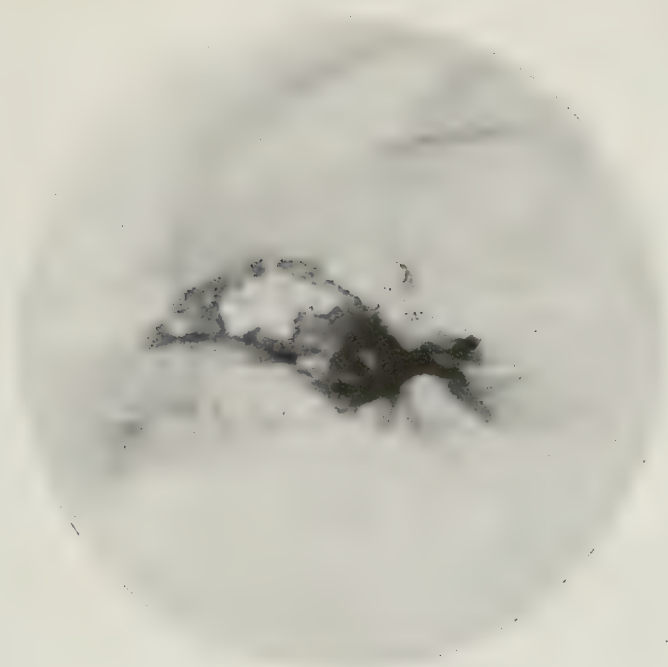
Radiographie d'os sec sous l'incidence fronto-tympanique, après opacification des canaux semi-circulaires, du vestibule et du limaçon. (Ce dernier est incomplètement opacifié).
